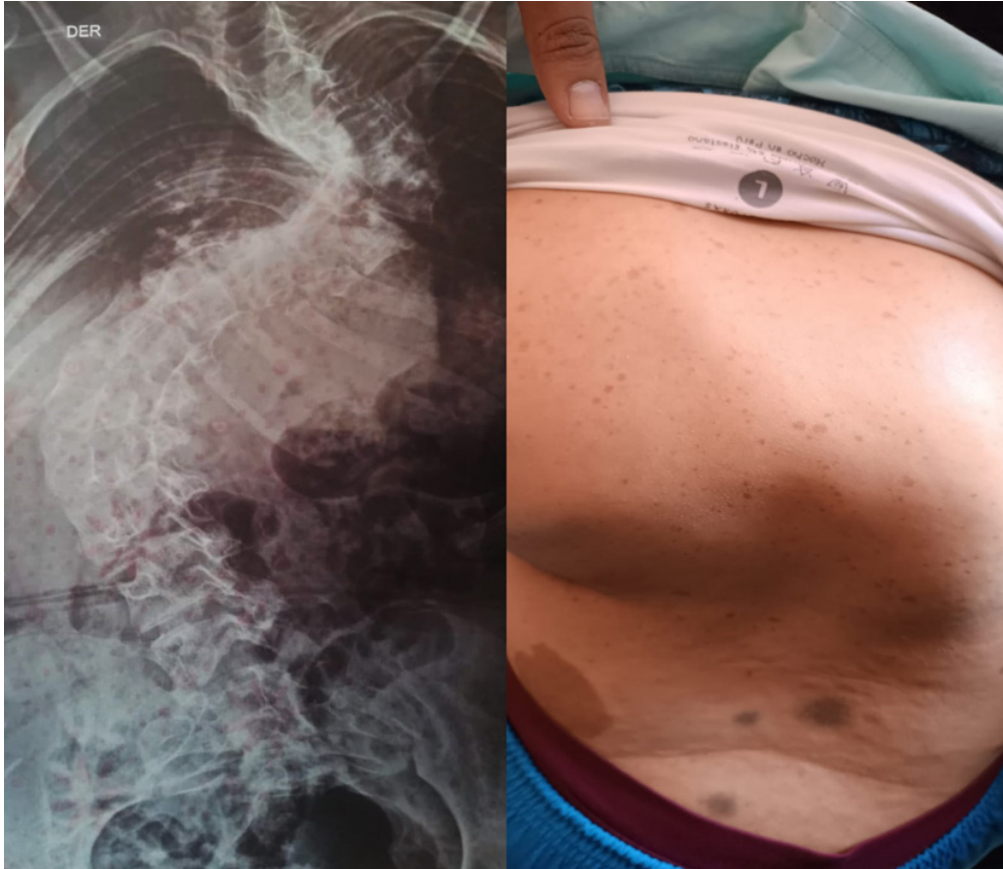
Se observa escoliosis sigmoidea confirmada por Radiografía AP y manchas de color café con leche y numerosas efélides
